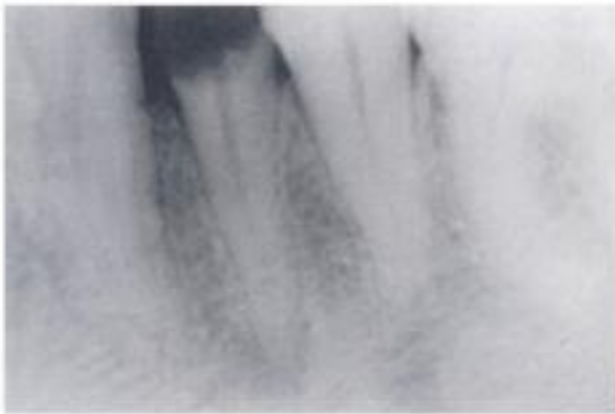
Granuloma periapical por caries de un premolar inferior.
